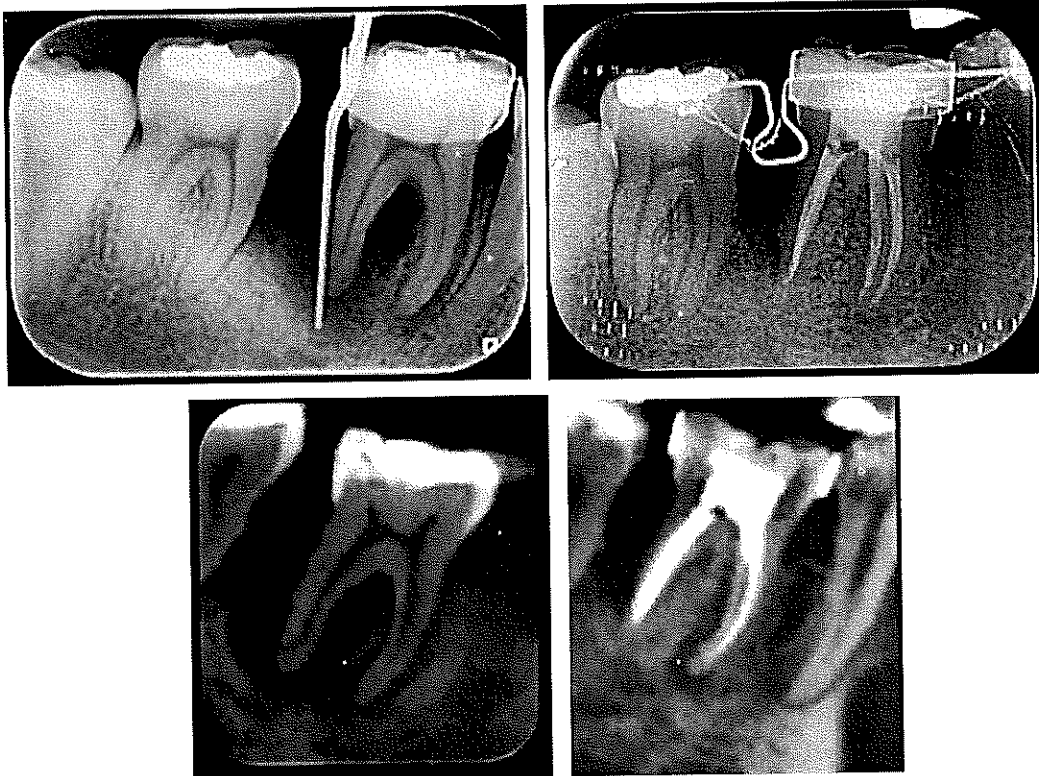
Radiografía inicial y control a 18 meses
